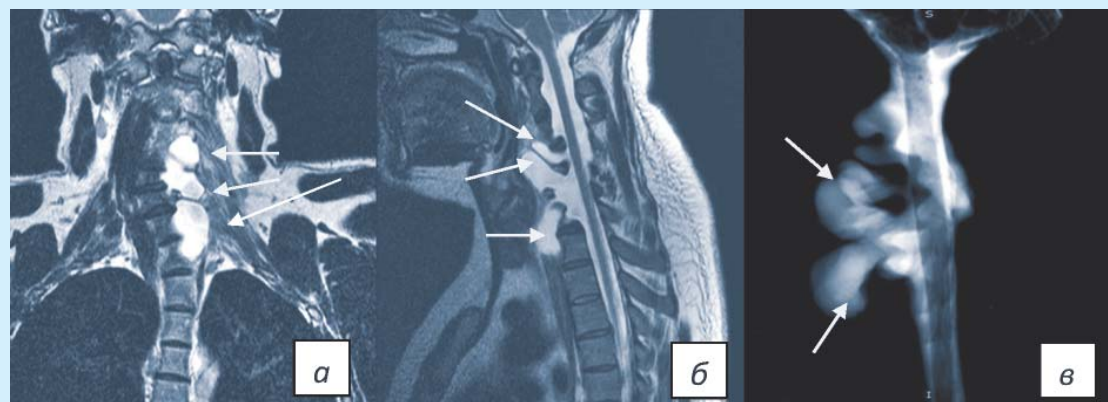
МРТ шейного отдела позвоночника: *а* (фронтальное изображение Т2–ВИ) — кистовидные выпячивания на уровне позвонков С3–С6 (стрелки); *б* — сагитальное изображение; *в* — МРТ-миелография
